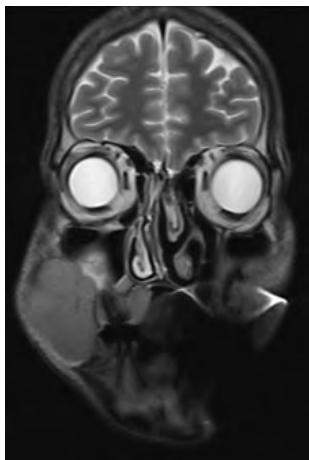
Resonancia magnética de senos paranasales y cara. Secuencia sagital muestra una masa mayormente sólida en región maxilar derecha
